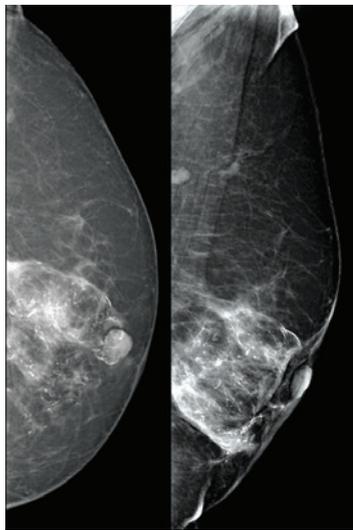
Пациентка Б. из контрольной группы с рентгенологическими признаками жирового некроза в стадии доброкачественной микрокальцификации
